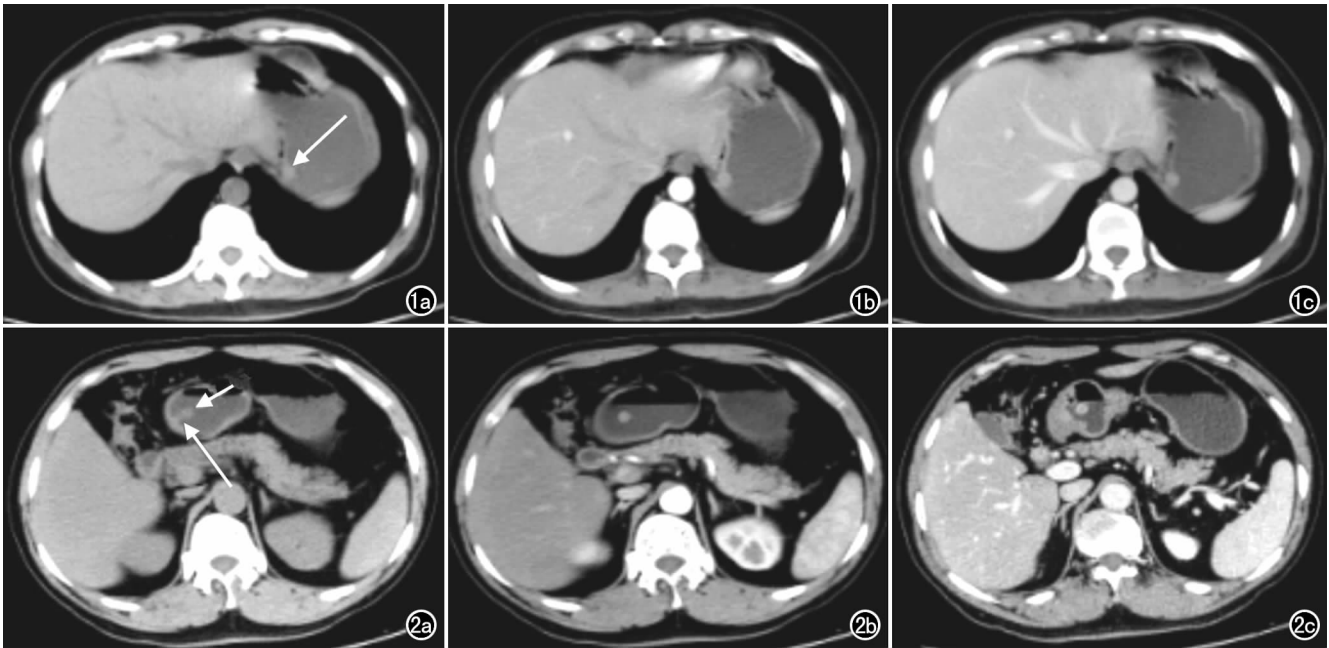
胃息肉患者,女,47岁,体检发现。a)CT平扫示胃底处一圆形实向胃腔内的软组织肿瘤(箭),边缘光滑,无分叶,CT值为31.0HU;b)CT增强扫描动脉期示肿瘤呈均匀强化,CT值为71.3HU;c)CT增强扫描静脉期示肿瘤强化与动脉期相仿,CT值为70.4HU。图2 胃息肉患者,男,56岁,腹胀不适2个月。a)CT平扫示胃窦部一突向腔内的圆形软组织肿瘤(短箭),有蒂与胃壁相连(长箭),CT值为35.7HU;b)CT增强扫描动脉期示肿瘤呈均匀强化,CT值为48.0HU;c)CT增强扫描静脉期示肿瘤进一步强化,CT值为64.6HU。
